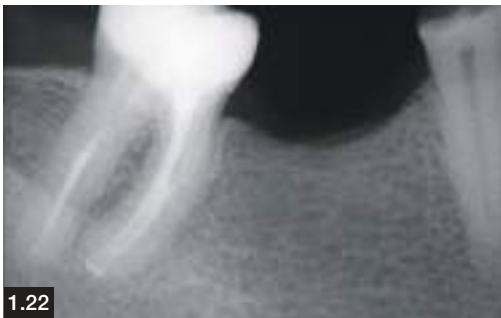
Il controllo radiografico a 1 anno che autorizza alla preparazione di un ponte.
